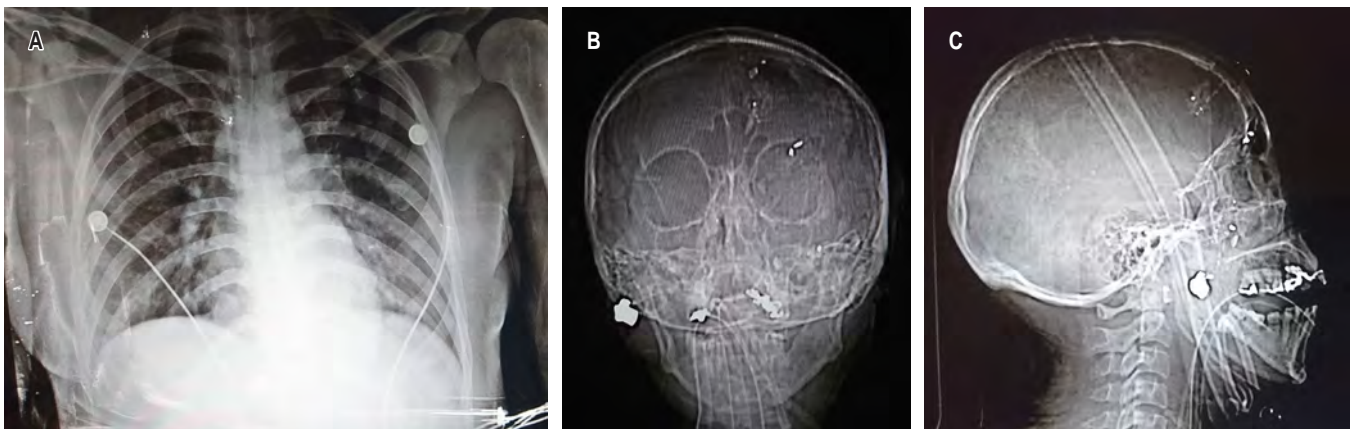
A) Radiografía de tórax sin alteraciones. B) Radiografía anteroposterior de cráneo con proyectil en maxilar derecho. C) Lateral de cráneo con proyectil en maxilar.
